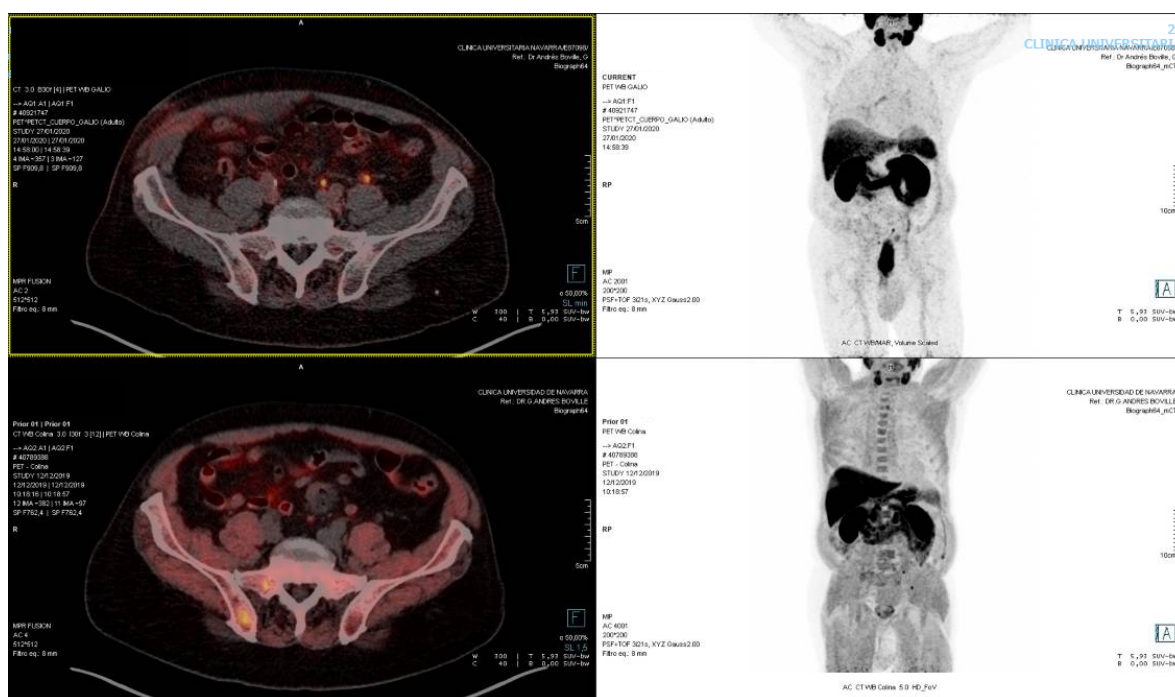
Estudio de extensión en paciente con recidiva bioquímica con PSA de 0,24 ng/ml mediante PET-PSMA con Galio. Se observa la presencia de una adenopatía localizada en iliaca común izquierda y dos lesiones óseas.
